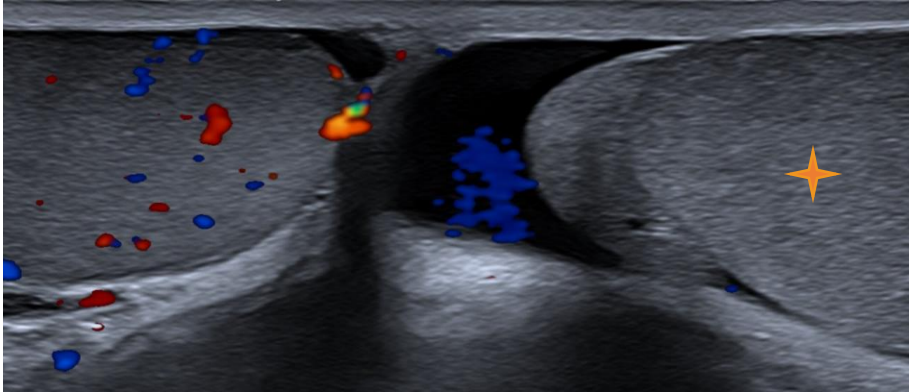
En el mismo paciente que la figura anterior, no se demuestra flujo al eco-Doppler en el teste izquierdo.
